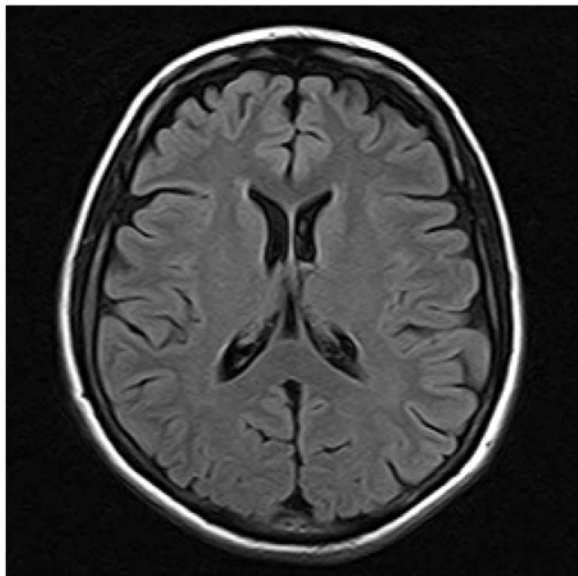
Изображение МРТ, реконструированное предложенным методом: $R = 4 \times 1$, ACS = 16
